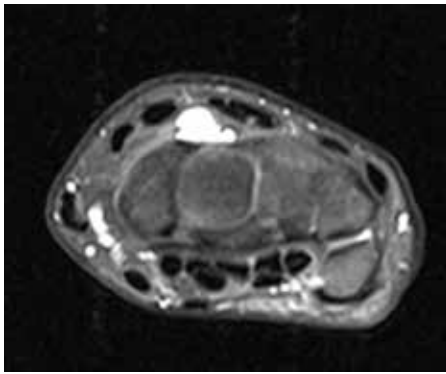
MRT dorsales Handgelenkganglion
